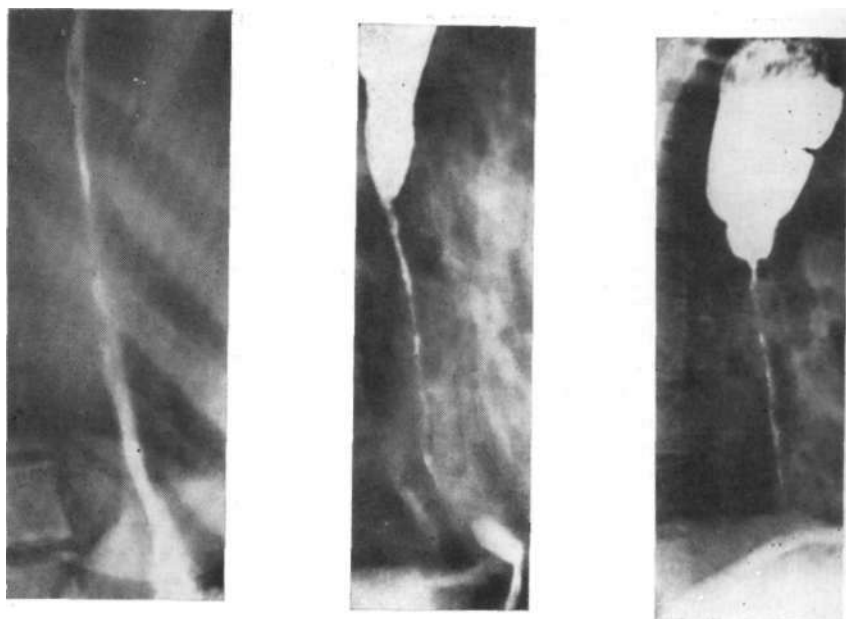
Диффузный трубчатый стеноз пищевода после ожога концентрированной серной кислотой на рентгенограмме.
